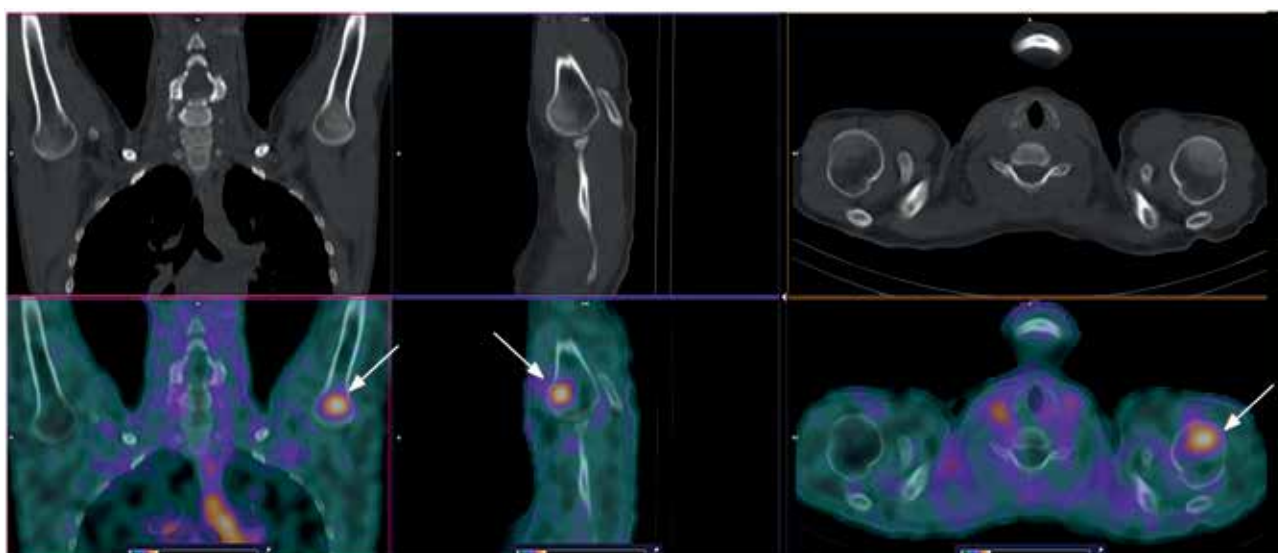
КТ (верхний ряд) и ОФЭКТ/КТ (нижний ряд) изображения пациентки 11 с лимфомой Ходжкина через 2 ч после введения ^{99m}Tc -ТГ. Визуализируется высокое поглощение ^{99m}Tc -ТГ в головке левой плечевой кости ($\text{SUV}_{\text{max}}=2,3$) (стрелки)
